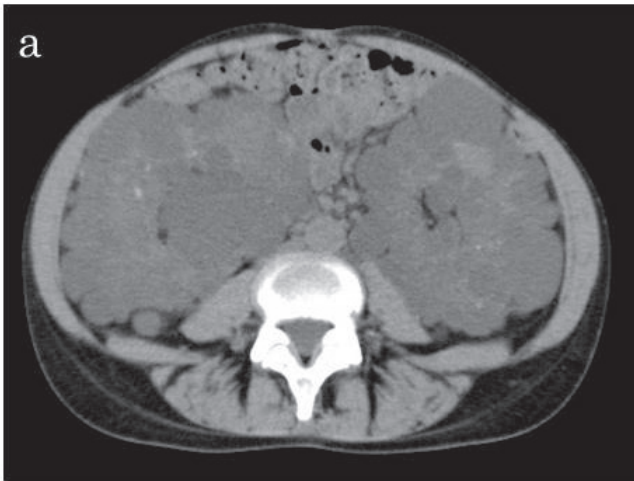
CAPD 開始前の腹部単純 CT (a) では臍の開大を認めなかったが、CAPD 開始 2 年後の腹部単純 CT (b) では臍ヘルニアとヘルニア内容物が確認できる。
